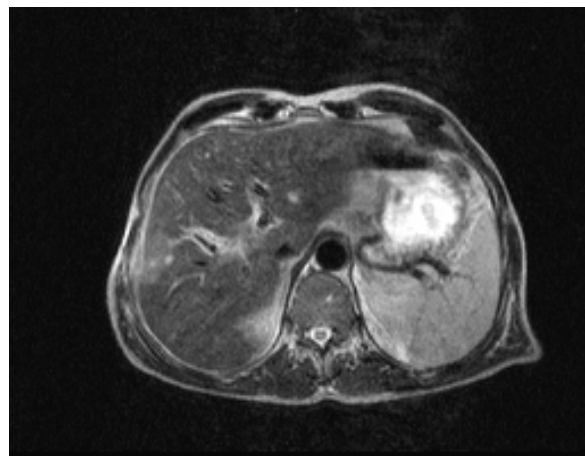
MRT der Leber, T2-Gewichtung
